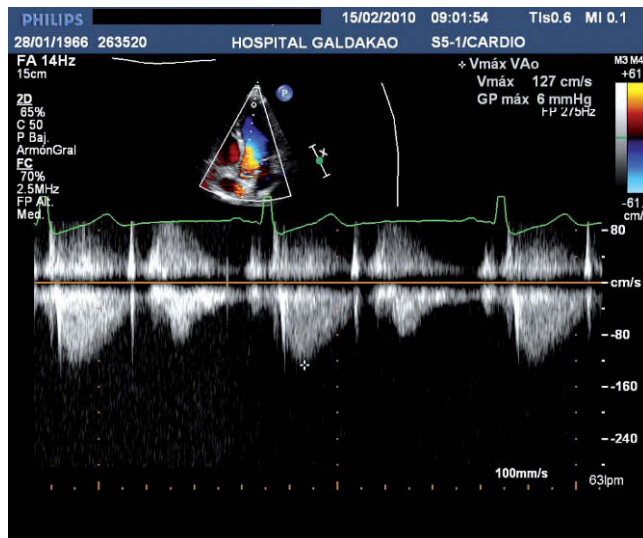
Doppler continuo a nivel de la válvula aórtica.
